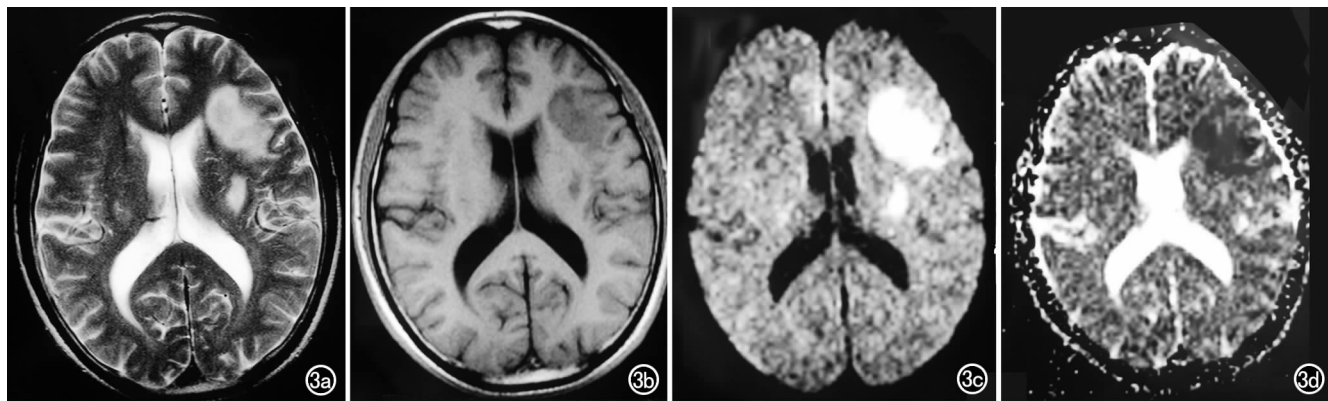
发病后 18 h, 左侧顶叶斑片状异常信号。a) T_2 WI 上呈高信号; b) T_1 WI 上呈稍低信号; c) DWI 高信号; d) ADC 图上呈低信号。
